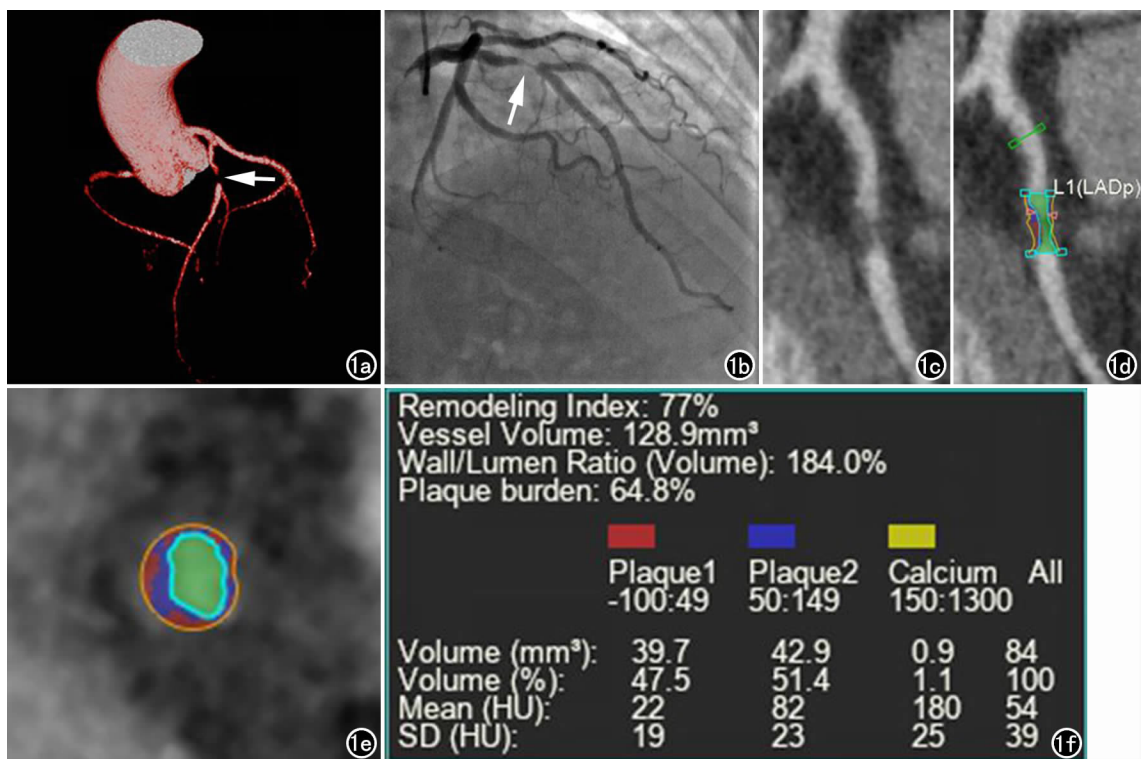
男, 45 岁, UAP 左前降支近段易损性斑块。a) CTA 检查血管容积再现, 左前降支近段狭窄 (箭); b) CAG 检查, 左前降支近段管腔狭窄程度 90% (箭); c) 血管长轴曲面重建; d) 斑块节段测量长度为 10mm; e) 斑块节段血管截面, 红色代表脂质, 蓝色代表纤维, 黄色代表钙化, 绿色代表管腔, 橙色线、浅蓝色线分别代表血管壁外、内缘; f) 量化分析面板 (脂质、纤维、钙化的体积和百分比分别为 39.7mm³、42.9mm³、0.9mm³、47.5%、51.4%、1.1%)。
